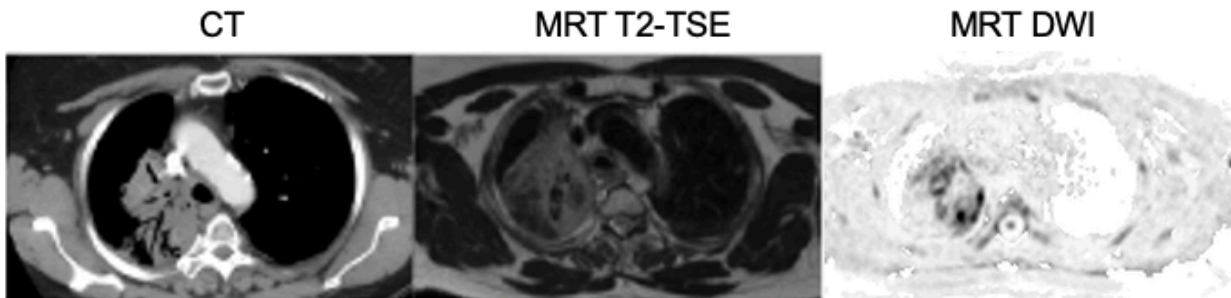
Patient 9; direkter Vergleich zwischen CT und den MRT-Sequenzen im 6-Monatsvergleich; in beiden Bildmodalitäten ist die RILT deutlich darstellbar, eine Beurteilung de Primarius gelingt allerdings nur mit Einschränkungen in der CT und der T₂-TSE-Sequenz der MRT. In der MRT-DWI-Sequenz ist weiterhin die Diffusionsrestriktion als Hinweis auf eine biologische Aktivität des Primarius darstellbar.
